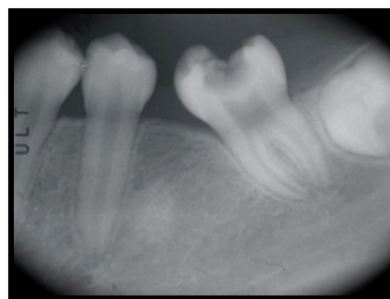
Radiografía de diagnóstico inicial aleta de mordida pieza 37.
